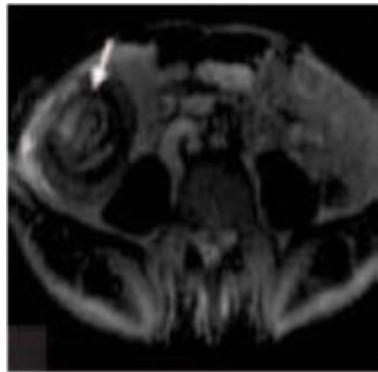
IRM en coupe axiale en séquence pondérée T1 sans injection du produit de contraste, aspect d'invagination iléo-caecale [93]
